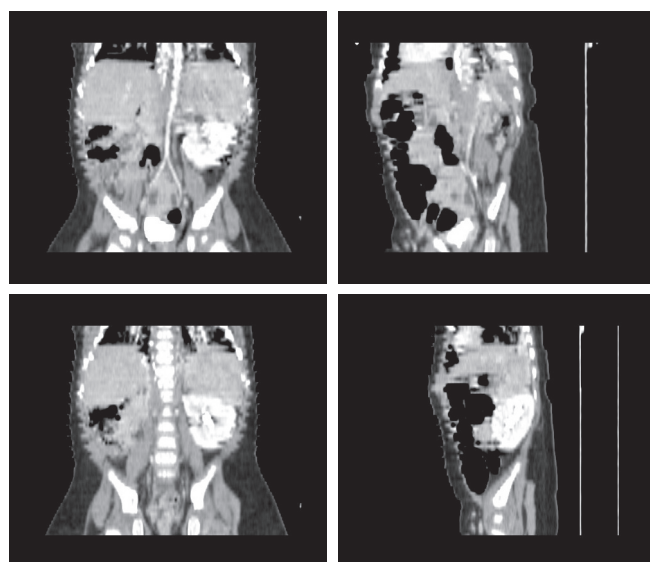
Post-operative abdominal CT: at the site of the right kidney, there is a structure of approximately 9 × 15 mm with little excretory function; the left kidney and adrenal gland are normal
